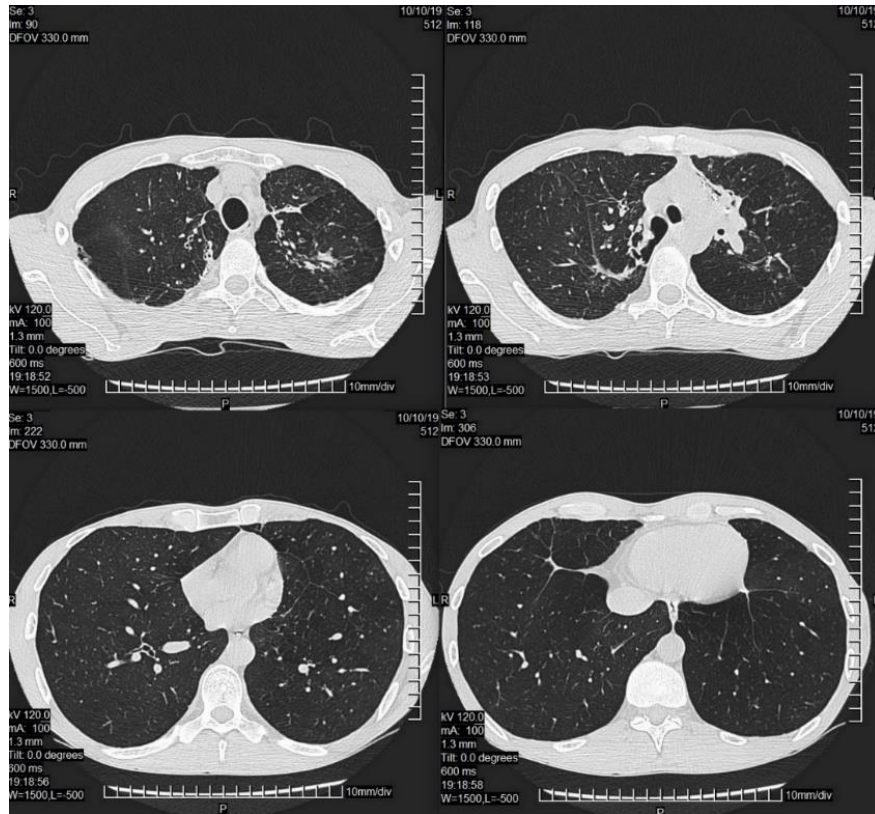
Компьютерная томография пациента Б. через 5 лет и 9 месяцев после выписки. В легких послеоперационные изменения, единичные плотные очаги отсева
